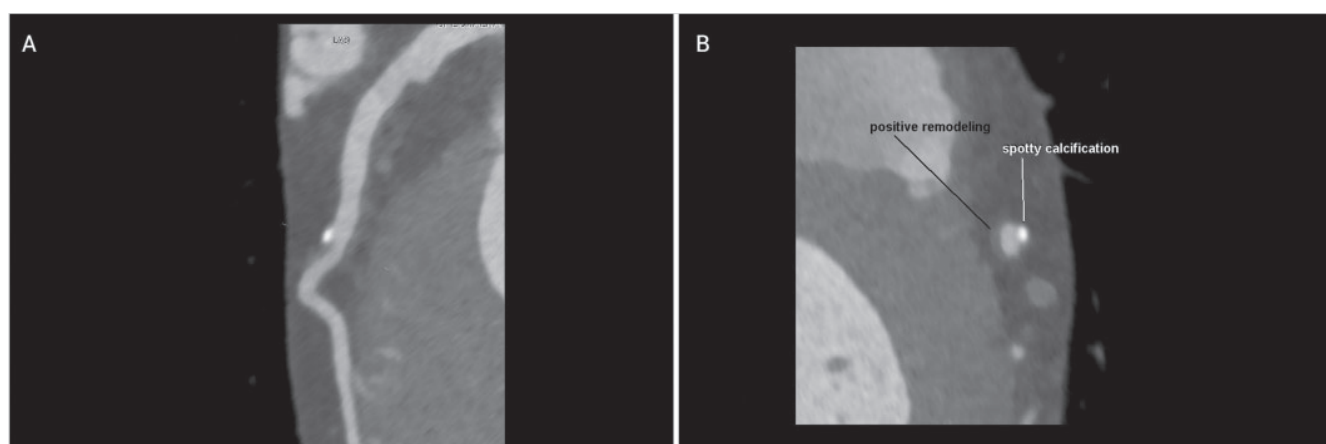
Female patient, 64 years old, referred to cardiac computed tomography angiography due to long-standing insufficiently regulated diabetes and multiple cardiovascular disease risk factors. Cardiac computed tomography angiography revealed diffuse non-obstructive coronary artery disease. Curved multiplanar reconstruction and cross-section analysis of the proximal left anterior descending artery showed non-obstructive non-calcified plaque with positive remodeling (remodeling index <1.1) and spotty calcification (A, B)
